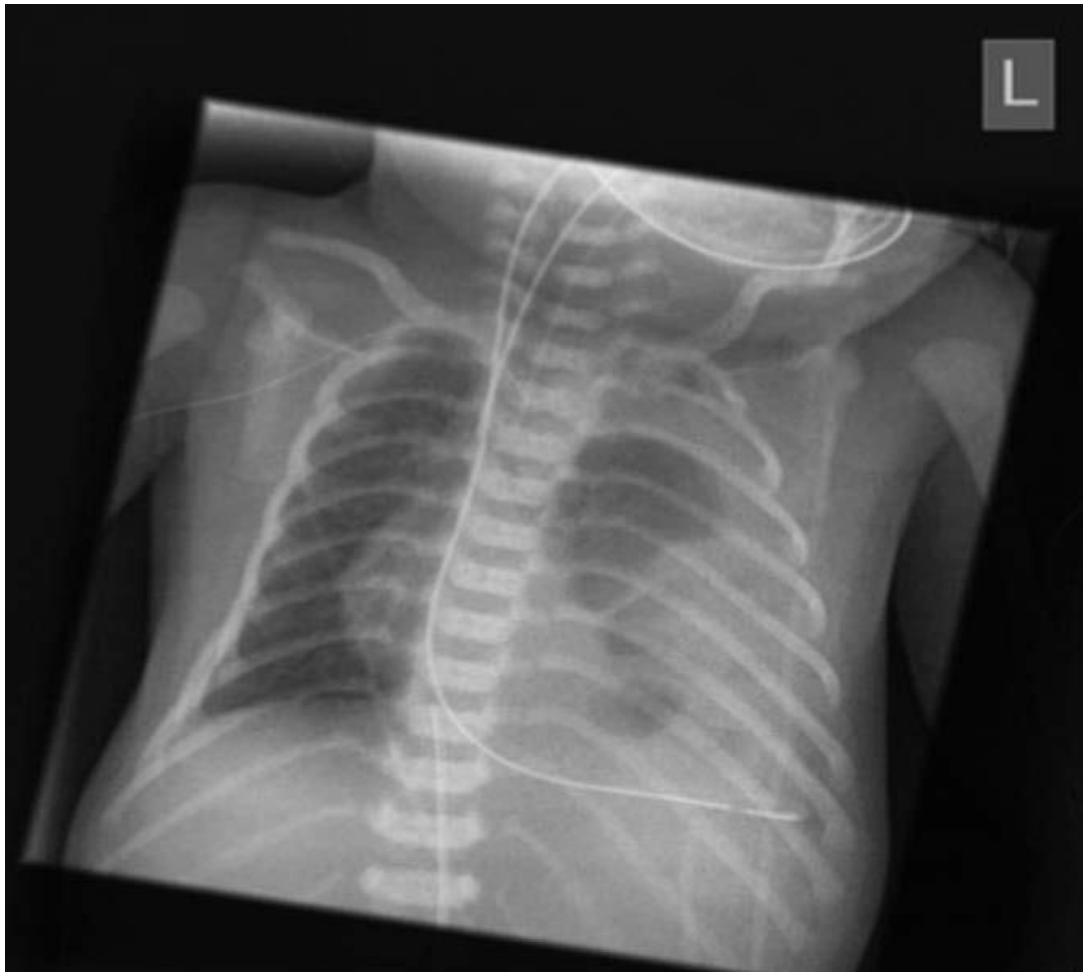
radiographie de thorax face d'un nouveau-né a j1de vie montrant le passage des anses intestinales dans l'hémithorax gauche, déviation controlatérale du médiastin et une ventilation réduite des deux poumons. [22ic]
